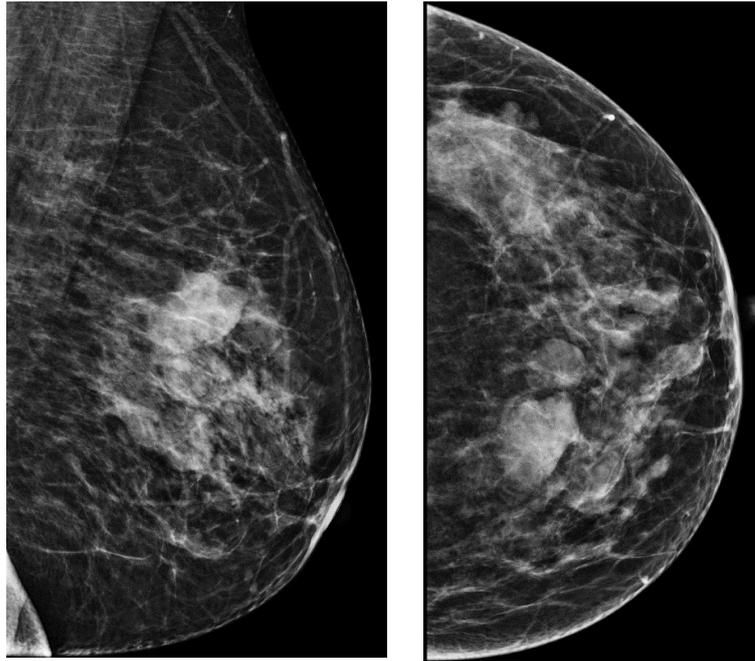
Mammographie en incidences de face et MLO du sein gauche, Masse dense homogène de contours masqués noyés dans la glande par endroit. Correspondant en échographie à des kystes mammaires (BIRADS 2)
